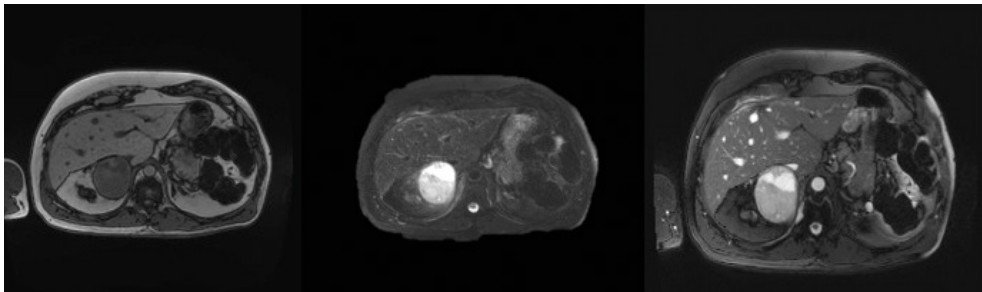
Imagen por resonancia magnética de un feocromocitoma en un paciente masculino de 39 años de edad, que presentaba palpitations, cefalea, fatiga, hipertensión y constipación. La normetanefrina en plasma fue de 57 nmol/L (<0,90) y la metanefrina en plasma de 0,73 nmol/L (<0,50). Se aprecia una imagen compatible con feocromocitoma derecho.
